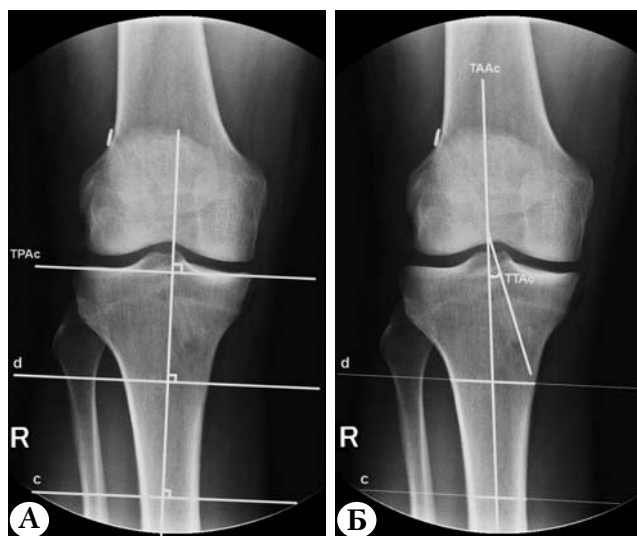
Определение угла наклона большеберцового канала по рентгенограммам коленного сустава в прямой проекции:
